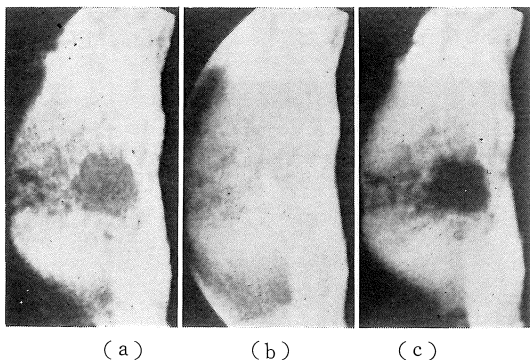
症例 4, 乳癌の MRI 像. (a) short SE, (b) long SE, (c) IR. ただしこの MRI 像は, 乳房切断直後の乳房を頭部用コイル内に置いて撮ったものである.
